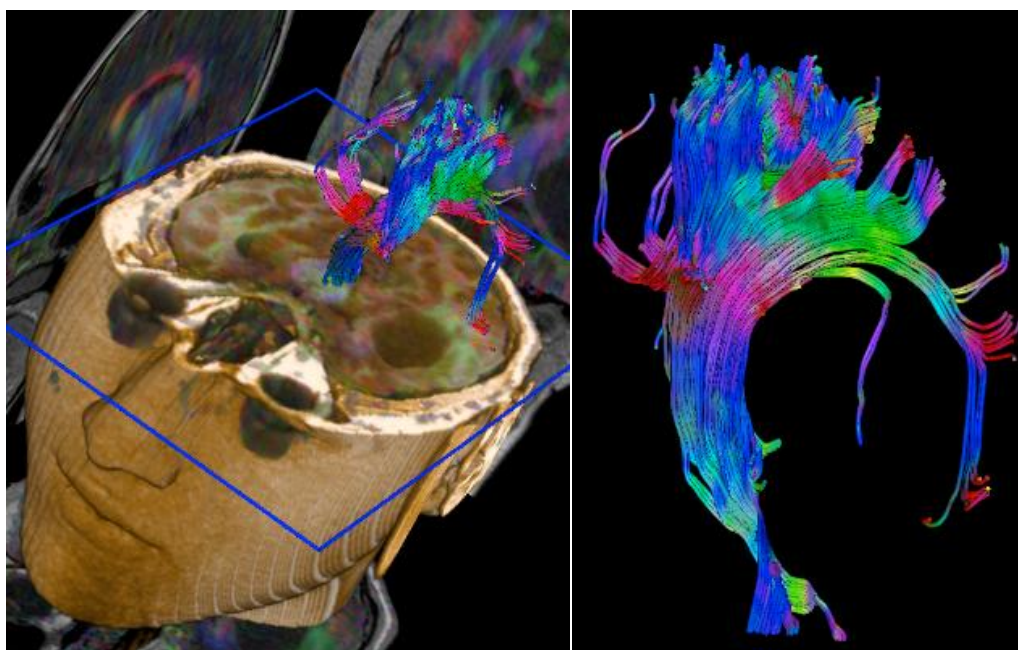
Tratografia de um tumor quístico intra-axial supratentorial temporal esquerdo. Esquerda: Imagem de fusão de RM e Tratografia (reconstrução 3D, corte axial pelo plano das órbitas). Direita: A Tratografia revela uma compressão dos feixes nervosos de substância branca.
